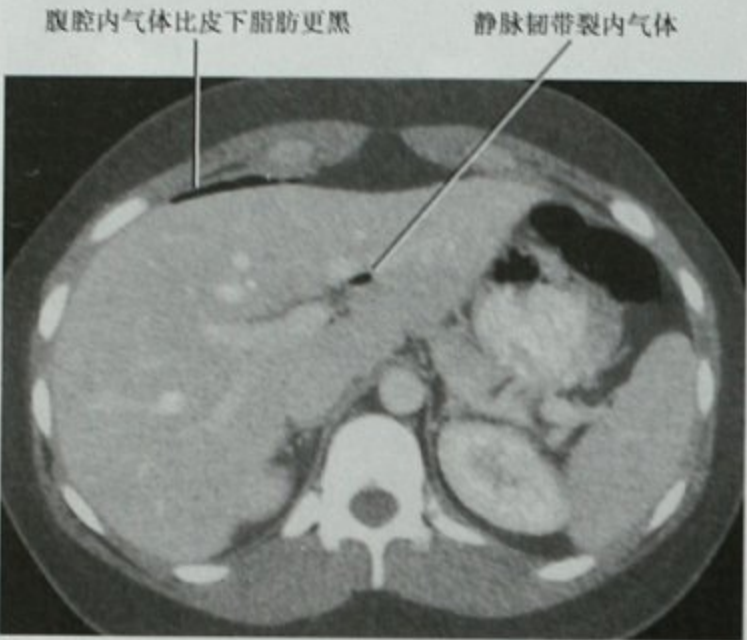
增强 CT 横断位图像,显示静脉韧带裂内和肝脏前缘气体影,手术证实为十二指肠溃疡穿孔,注意窗宽窗位设置使气体比脂肪更黑
